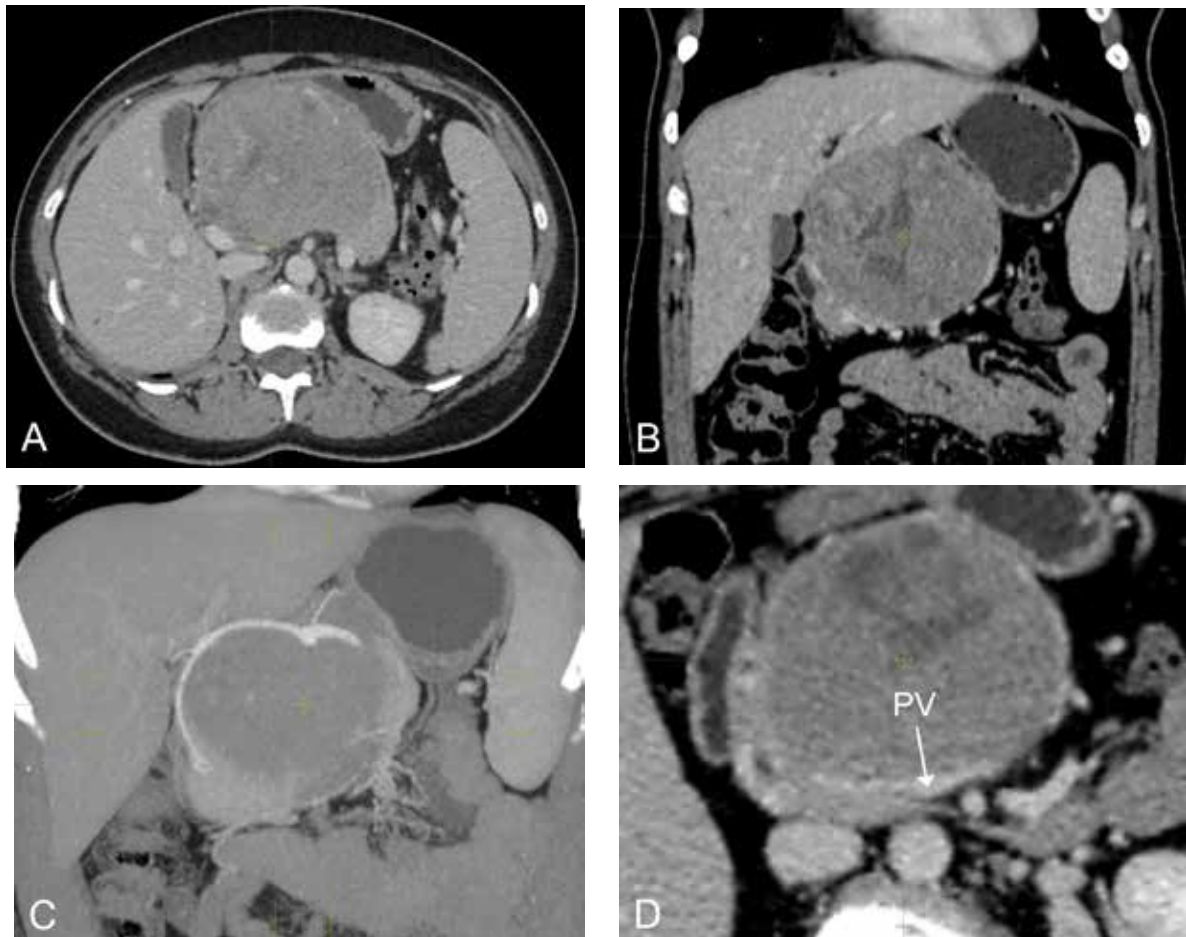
Комп'ютерна томограма:
